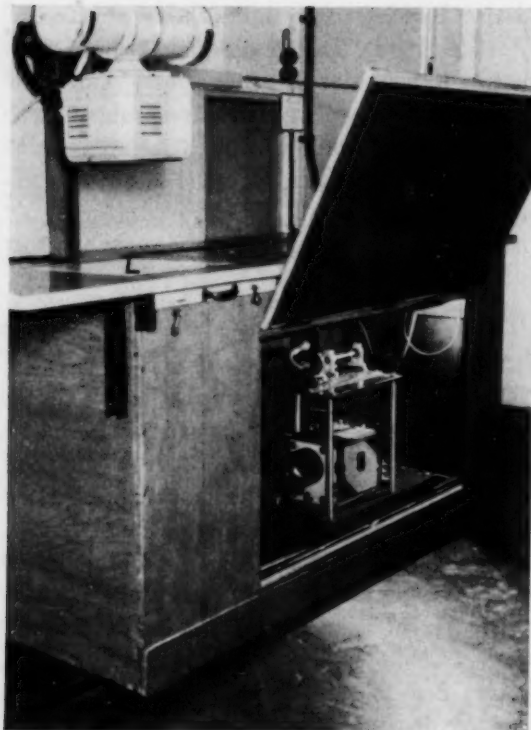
Lagerungstisch geöffnet. Blick auf die Askaniakinokamera und die Einrichtung für die Steuerung der Röntgenröhre. L = Leuchtschirm.
